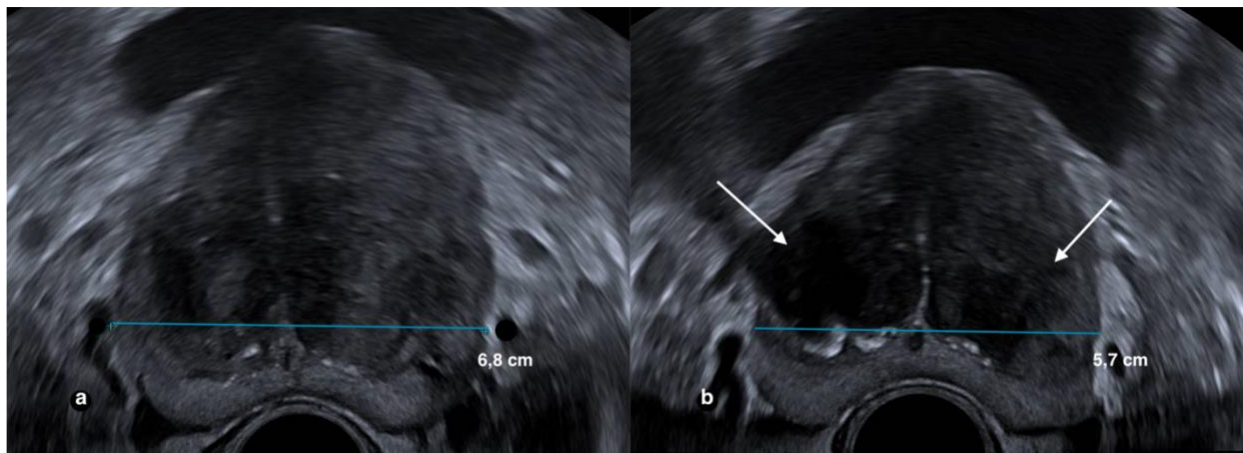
Imagens de ultrassonografia pela via transretal em modo B pré- (a) e pós-EAP (b) demonstrando redução volumétrica da próstata e hipocogenicidade da zona transicional (setas).
